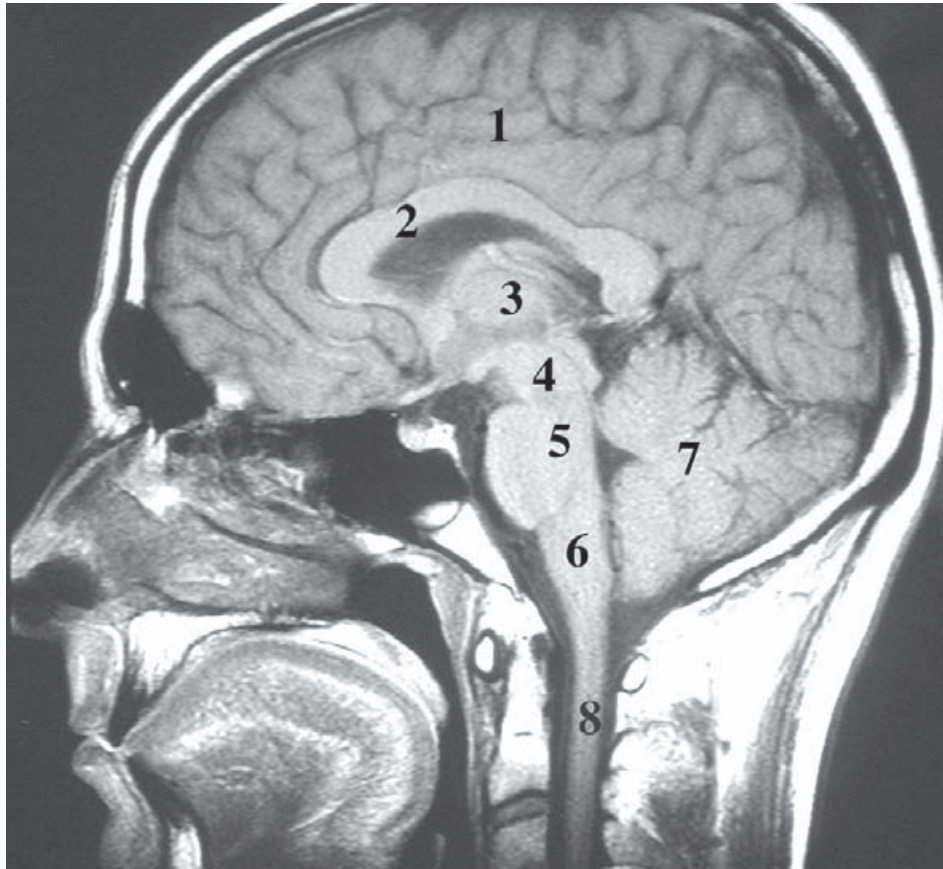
(A) RM sagital de la cabeza mostrando las partes fundamentales del sistema nervioso central. 1) Cerebro. 2) Cuerpo calloso. 3) Diencefalo. 4) Mesencéfalo. 5) Puente. 6) Bulbo raquídeo (médula oblongada). 7) Cerebelo. 8) Médula espinal.
